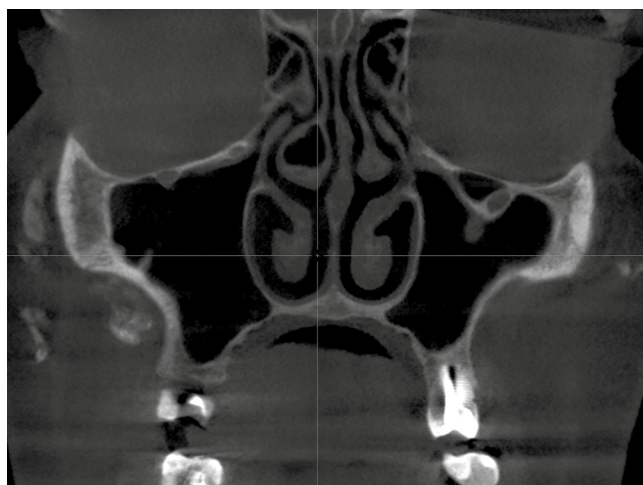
КЛКТ зуба 27, наблюдение 6 месяцев. Корональная проекция верхнечелюстных синусов с восстановлением рентгенопрозрачности
